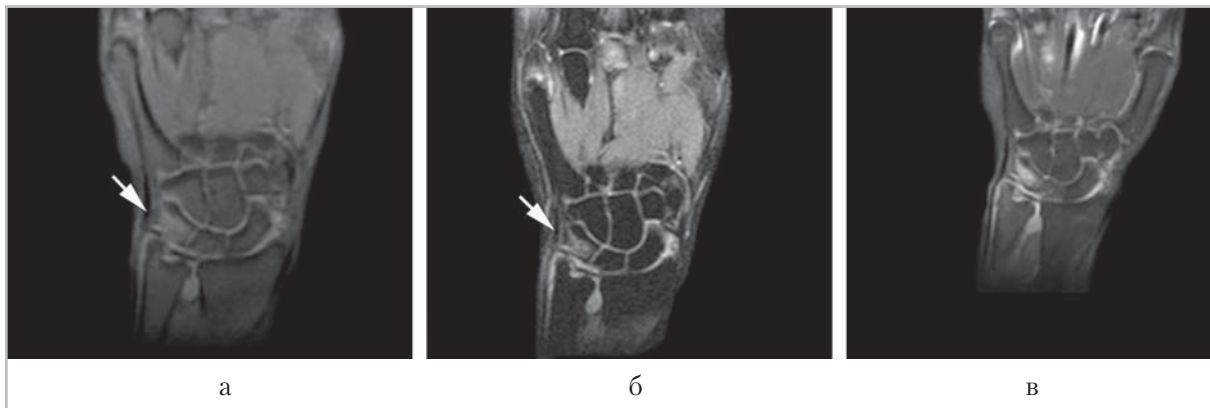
Магнитно-резонансные томограммы правой кисти во фронтальной проекции на уровне суставов запястья больной ревматоидным артритом, продолжительность заболевания 6 мес: *а* — T1-ВИ с погашением сигнала от жира; *б* — T2-ВИ; визуализируются признаки отека костного мозга в трехгранной кости (*стрелка*), признаки синовита лучезапястного и дистального лучелоктевого суставов; *в* — на постконтрастных T1-ВИ с погашением сигнала от жира отмечается накопление контрастного вещества трехгранной костью в зоне отека костного мозга, синовиальными оболочками и полостями лучезапястного и дистального лучелоктевого суставов
